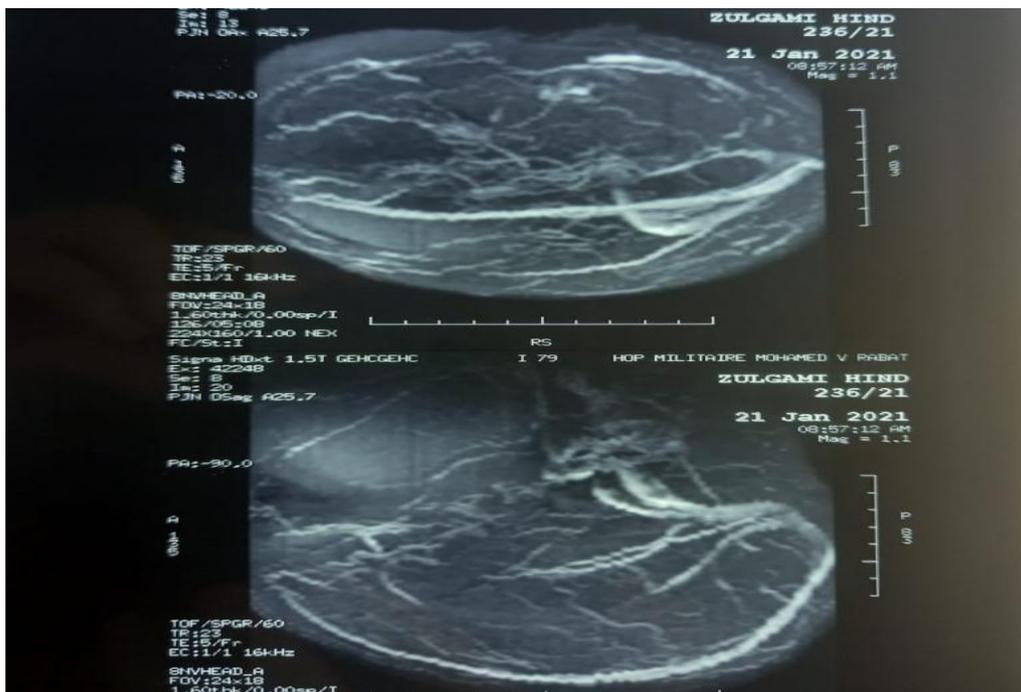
Aspect IRM en faveur d'une thrombose de la veine corticale pariétale droite.
